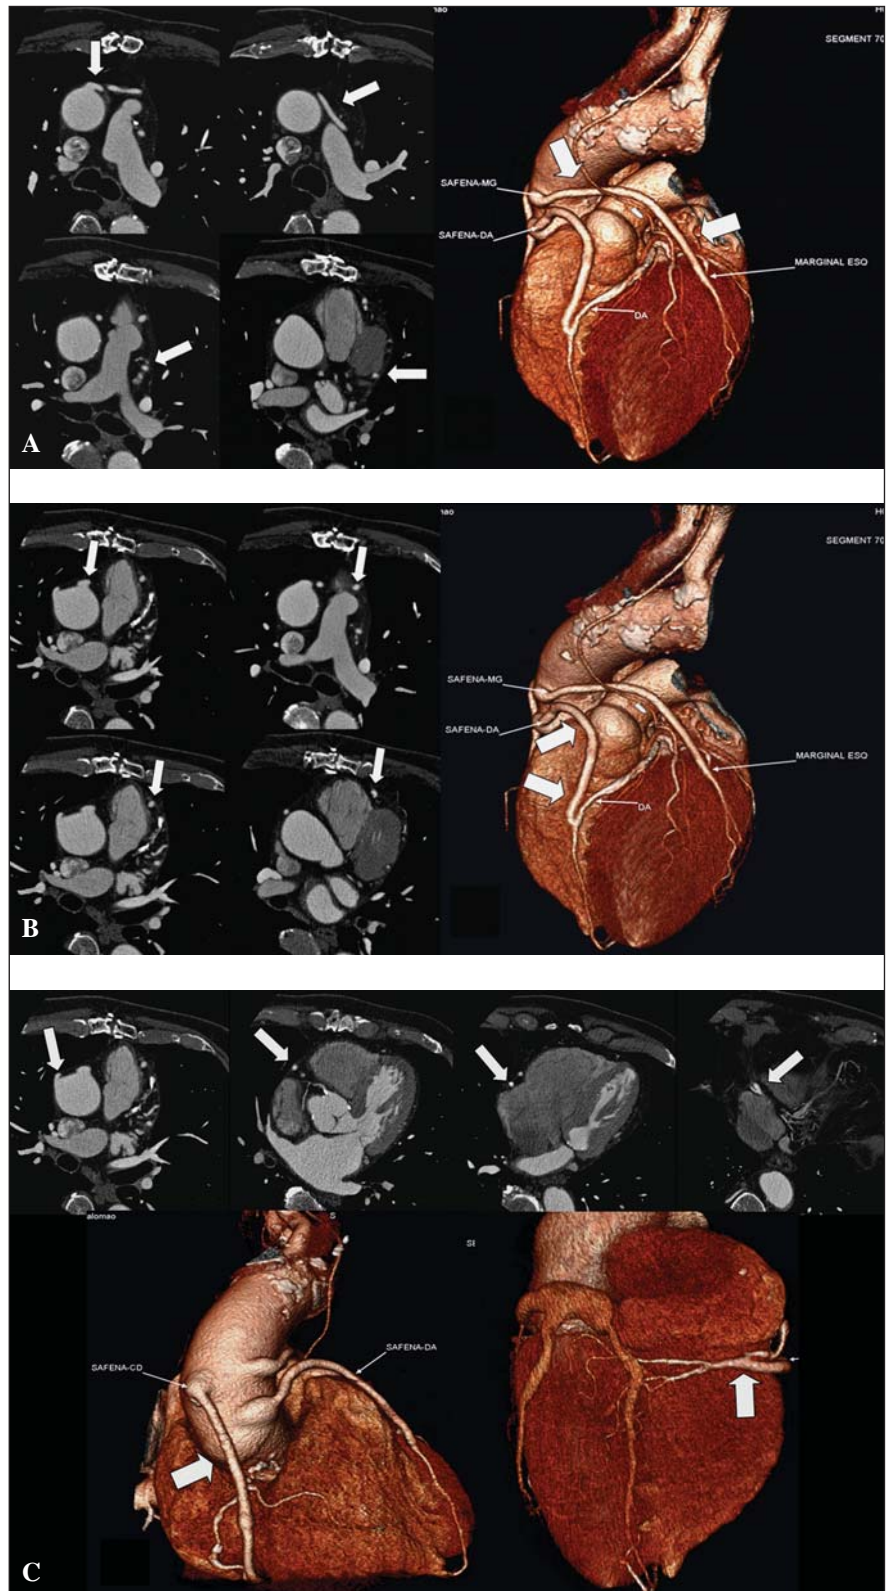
A: Imagens axiais e reformatação 3D de angio-TC de coronárias demonstrando PVS (setas) desde a origem na aorta até a anastomose em ramo marginal esquerdo. B: Imagens axiais e reformatação 3D de angio-TC de coronárias demonstrando PVS (setas) desde a origem na aorta até a anastomose na artéria descendente anterior. C: Imagens axiais e reformatações 3D de angio-TC de coronárias demonstrando PVS (setas) desde a origem na aorta até a anastomose no terço distal da artéria coronária direita.
